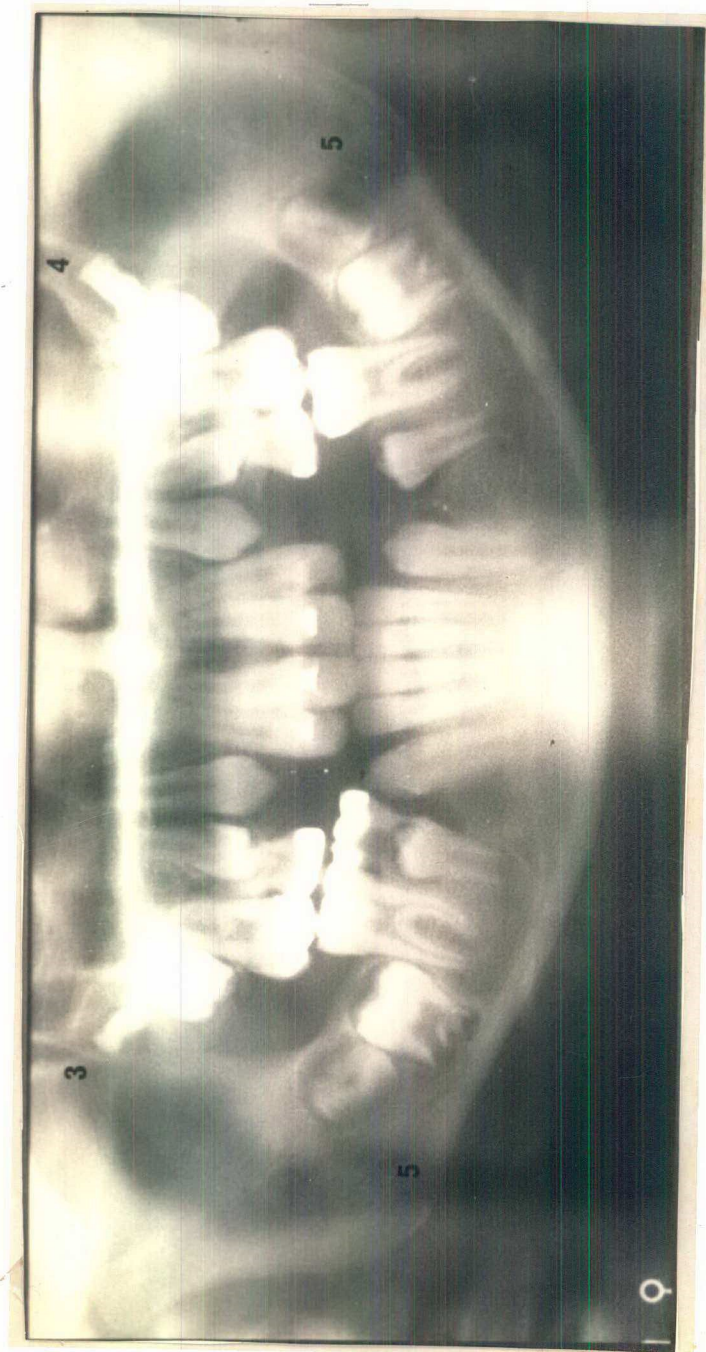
Radiografia mostrando o estágio 6, o estágio 7 e o estágio 8 do desenvolvimento dos terceiros molares.
